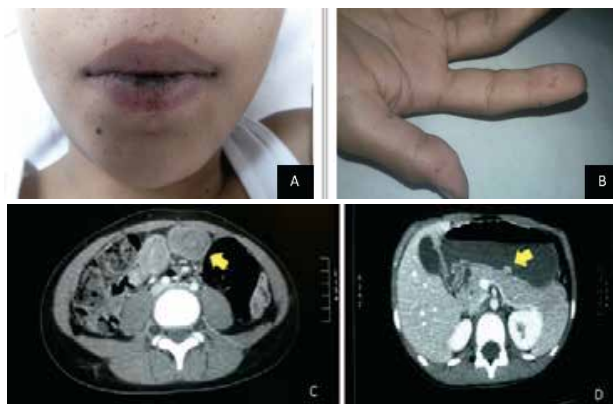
A: labios con lesiones hiperpigmentadas B: Lesiones hiperpigmentadas en manos C: Tomografía corte axial: imagen en forma de "dona" a nivel de, característico de intususcepción D: Pólipo gástrico
